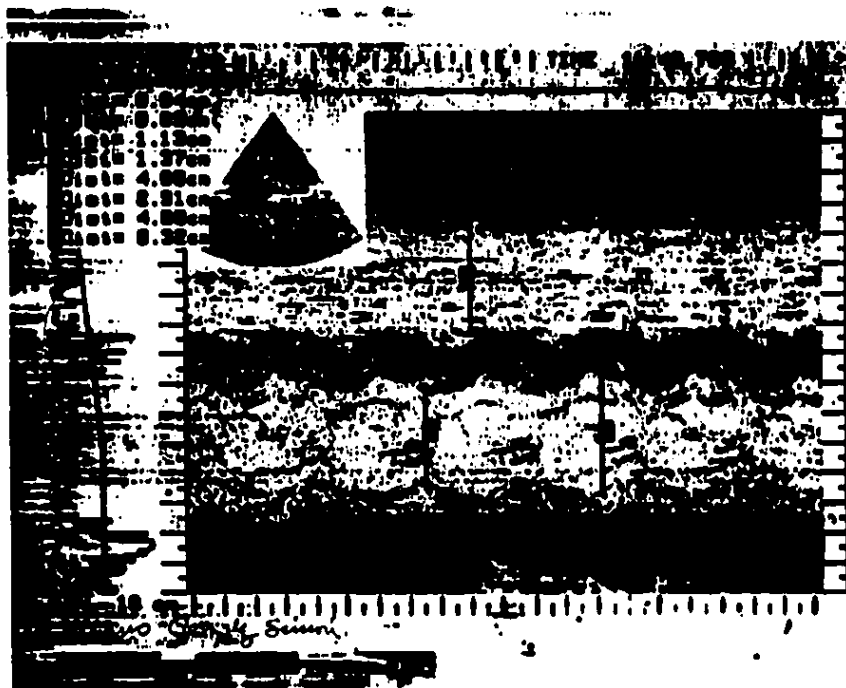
Ecocardiograma Modo M y Bi-dimensional en donde se muestra la gran dilatacion del ventriculo derecho. Diametro diastolico del VD de 40 mm.
